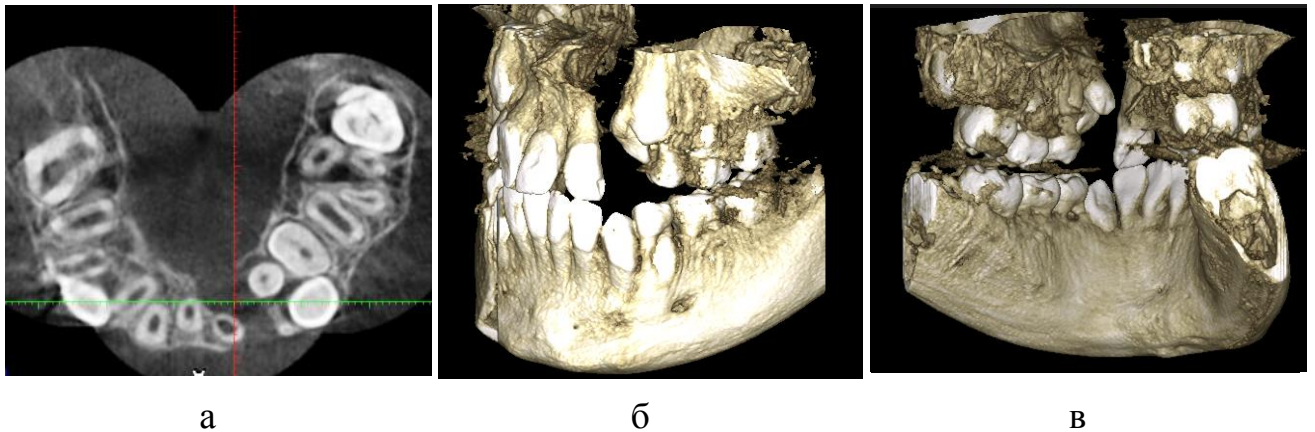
КЛКТ пациента С., 11 лет: а – первичная мультипланарная компьютерная томограмма; б – трехмерные реконструкции челюстей слева; в – трехмерные реконструкции челюстей со стороны полости рта
